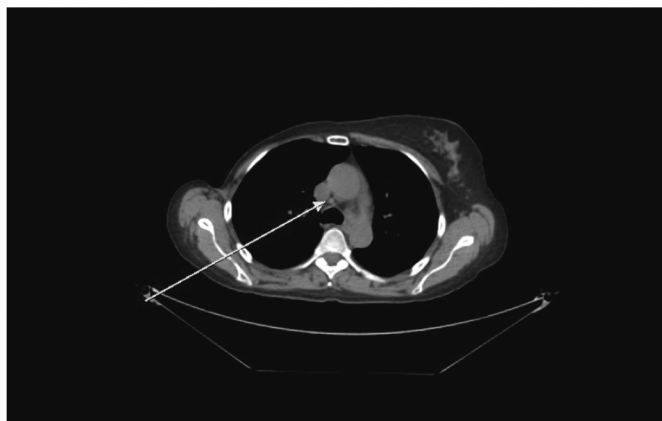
КТ органов грудной клетки от августа 2021 г.
